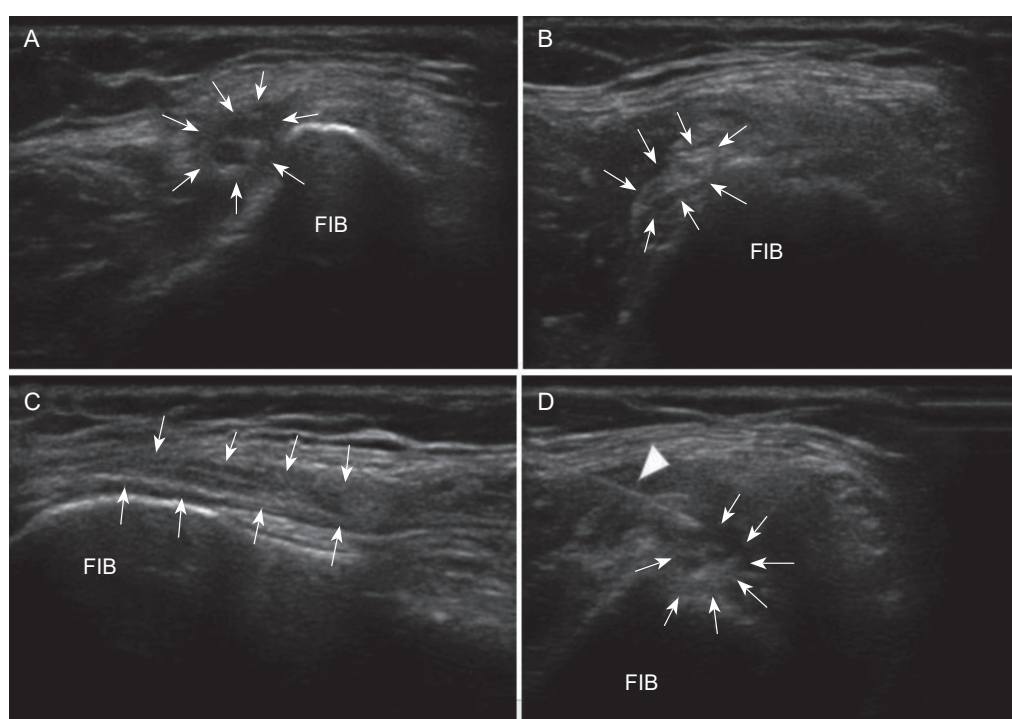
病人健侧、患侧腓总神经及水分离治疗超声图像示例
